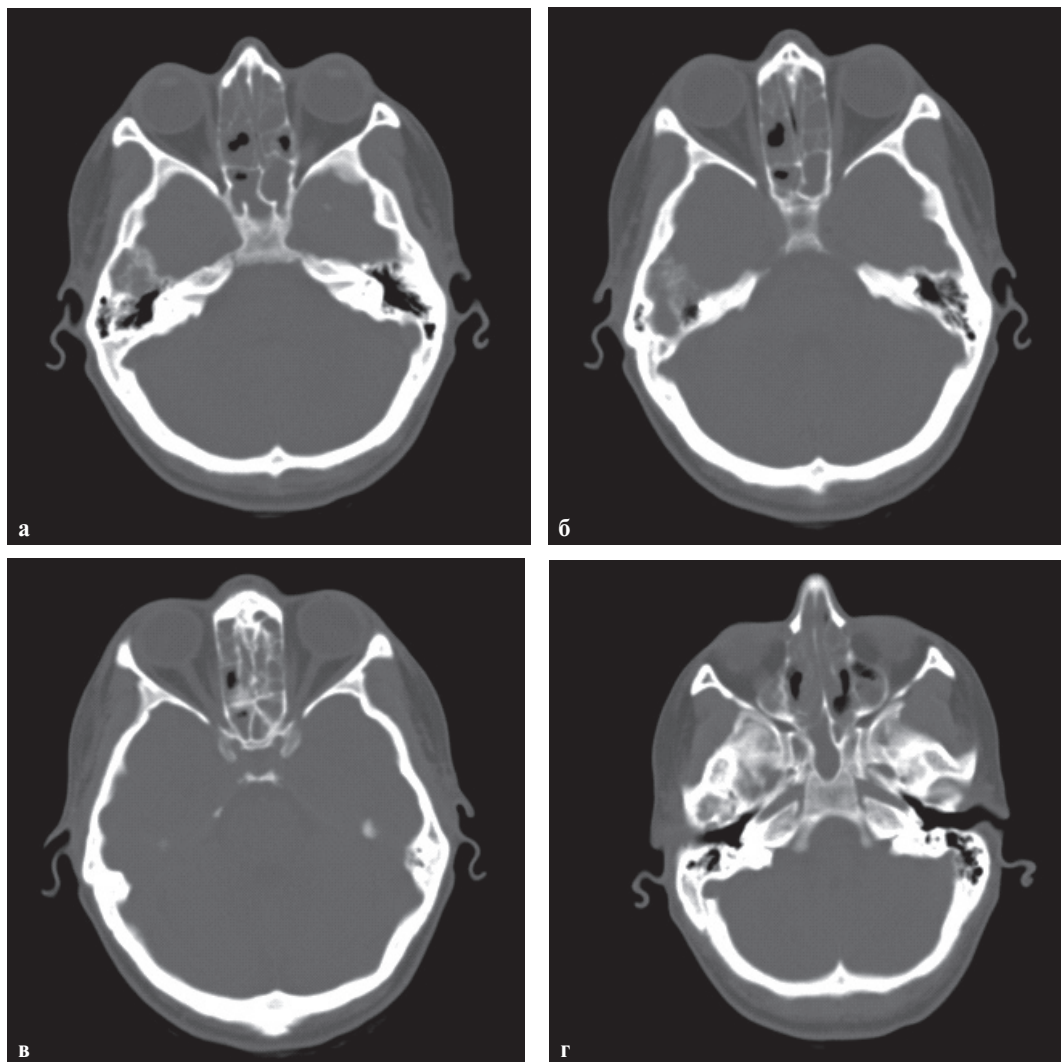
Компьютерная томография черепа в аксиальной проекции. Периартикулярные мягкие ткани в области правого височно-нижнечелюстного сустава увеличены за счет дополнительного узлового образования, вызывающего краевую деструкцию суставной поверхности височной кости по краю узла. Распространения процесса на среднее ухо не выявлено. Корковый слой суставного отростка нижней челюсти не изменен
